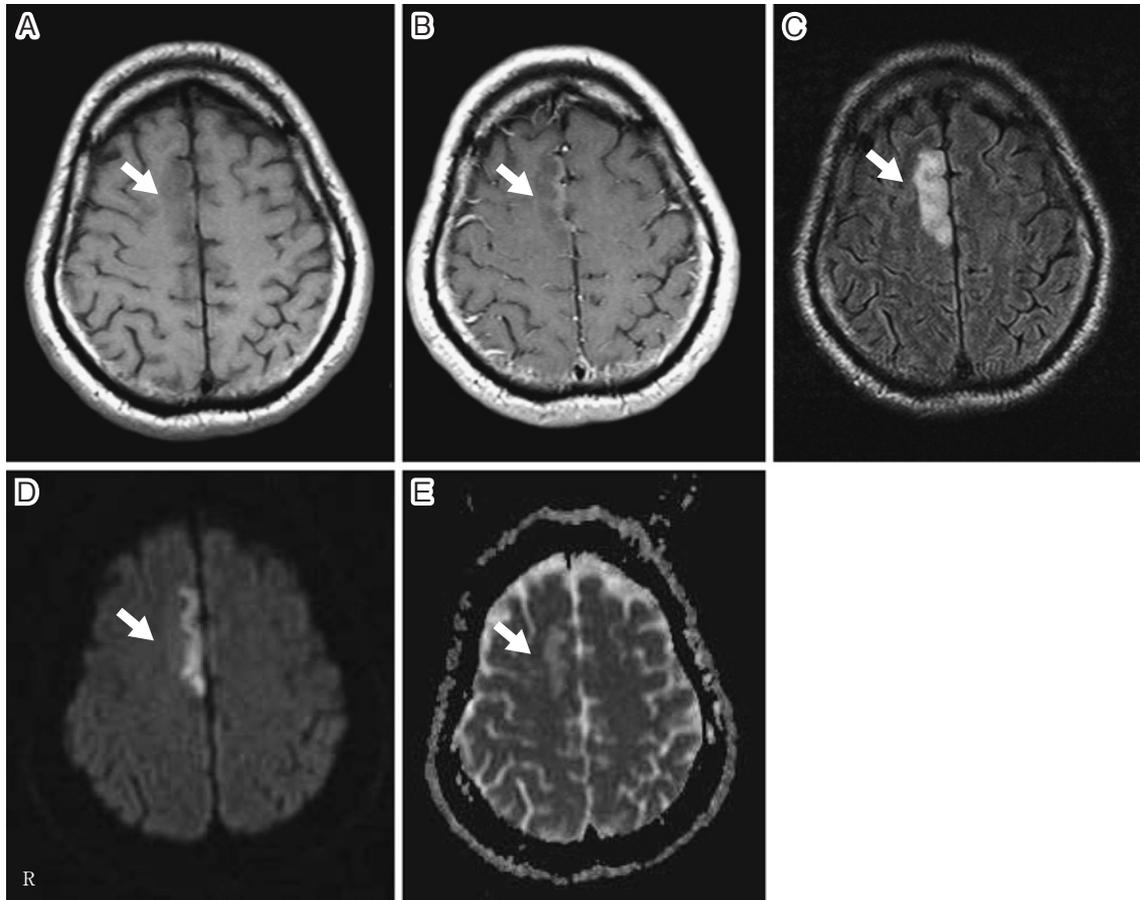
Brain MRI (1.5T) on admission shows a lesion in the medial side of the right frontal lobe.
